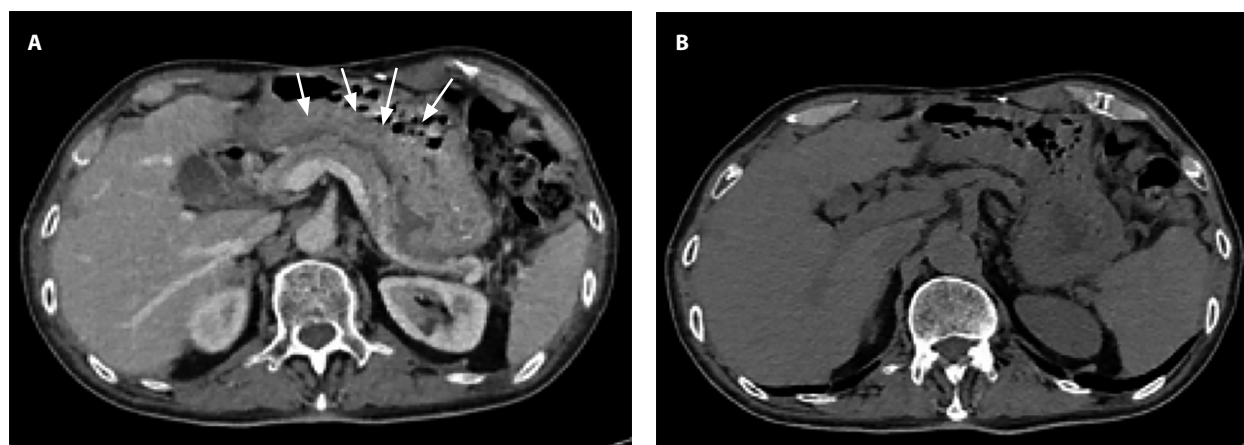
Gastritis enfisematosa. TAC de abdomen y pelvis, sin contraste. A y B. Cortes axiales. Flechas blancas: señalan el engrosamiento de la pared gástrica, con edema intramural. Imágenes propiedad del autor.
